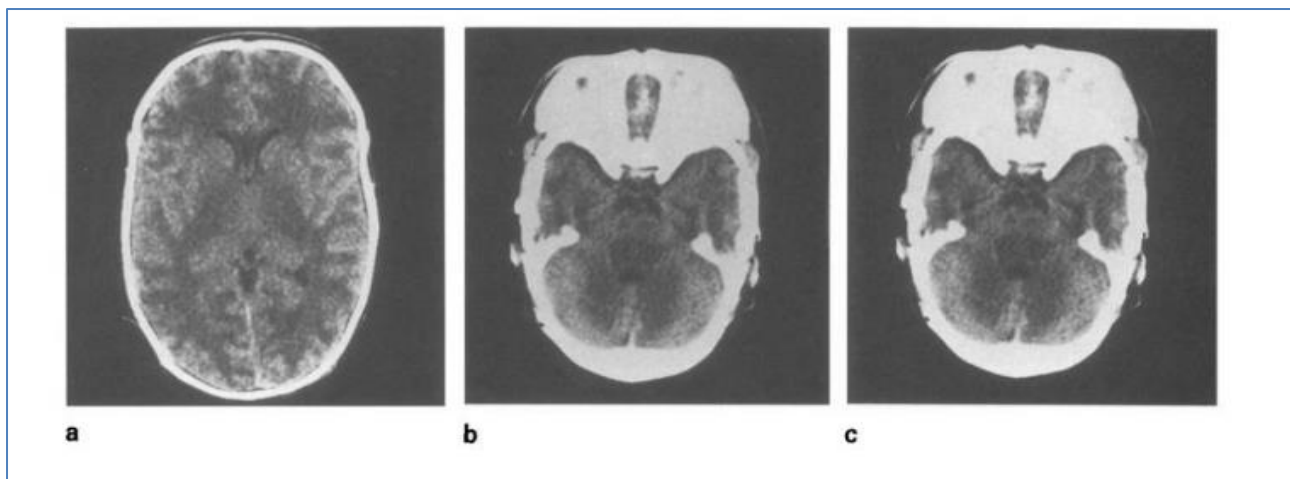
Coupe transversale (CT) sans contraste du cas 1 (Duranet al,1979).
